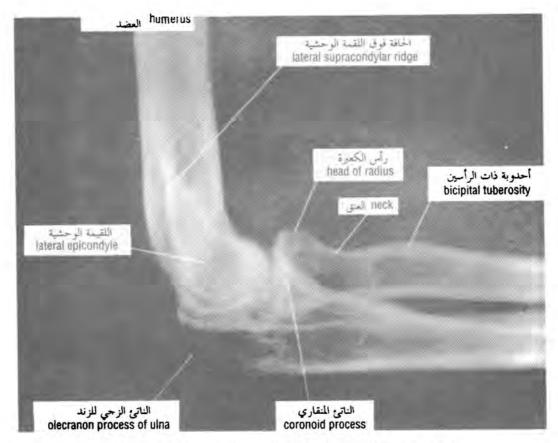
Lateral radiograph of the elbow region in the adult.
